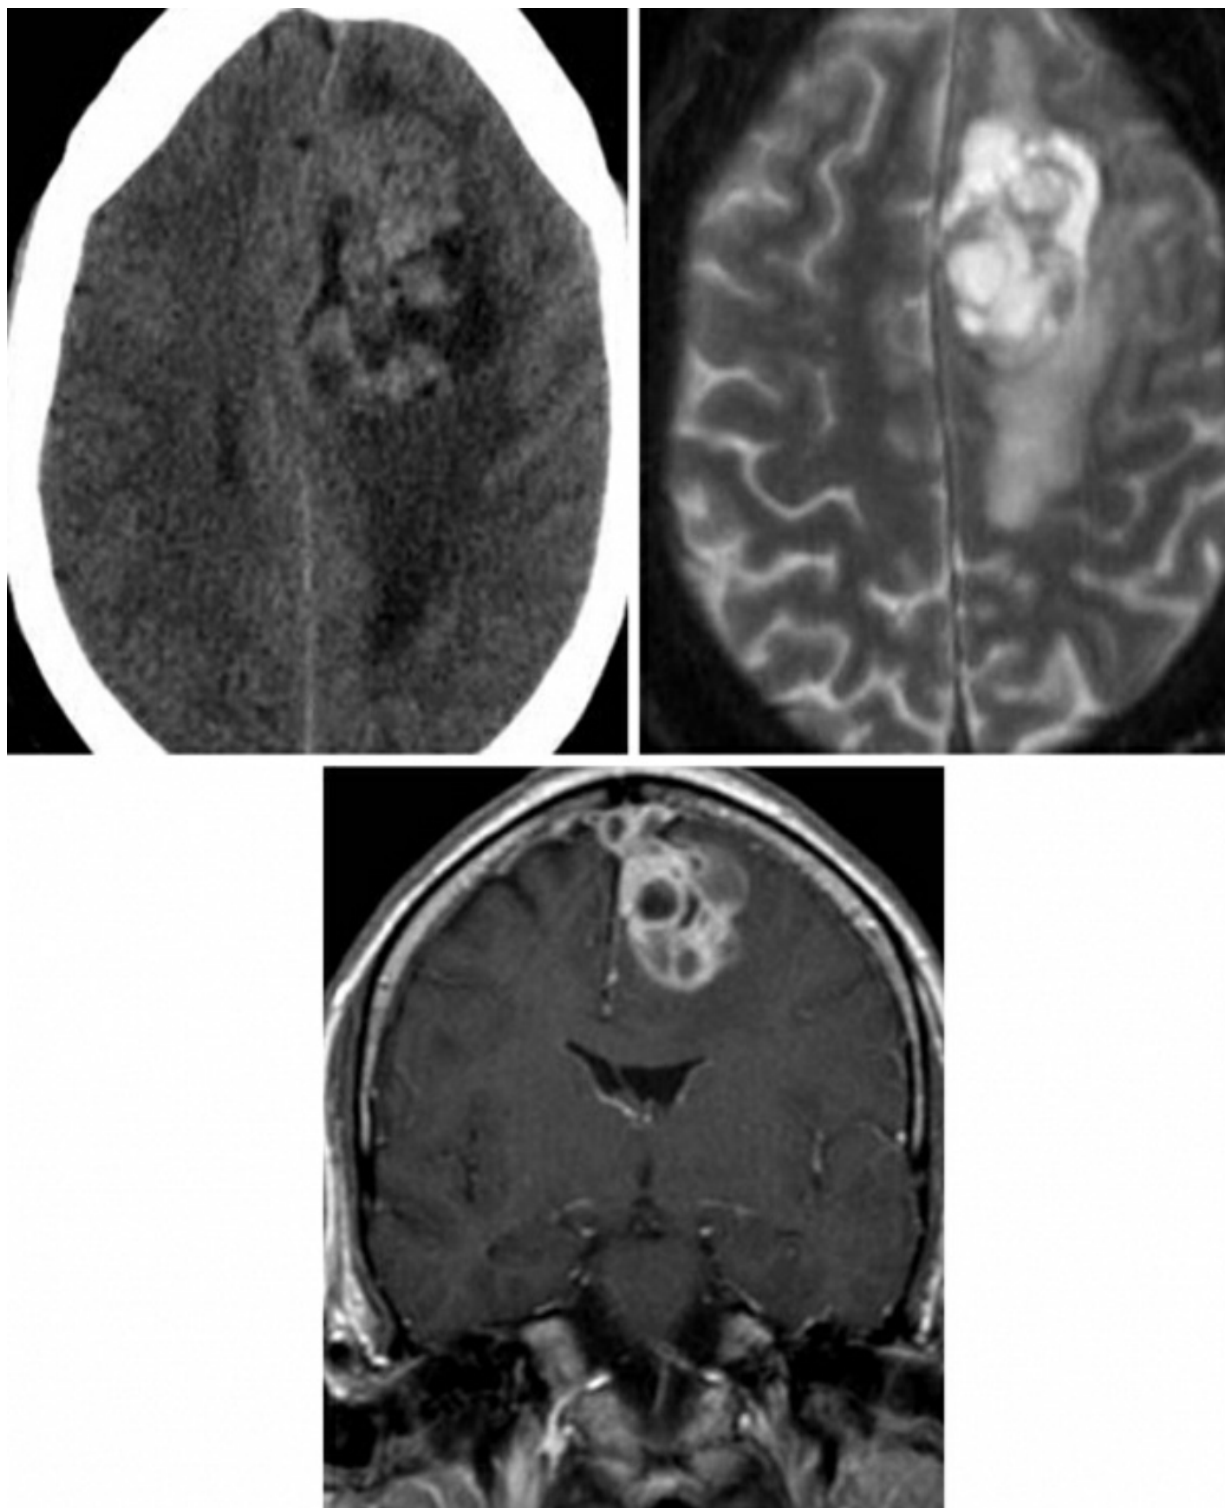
这例血管外皮细胞瘤在 CT 上形态复杂，含囊性改变及高密度区域（左上）。囊性改变和瘤周水肿在 T2 加权相上非常明显（右上）。增强相上呈明显、不均一的典型
